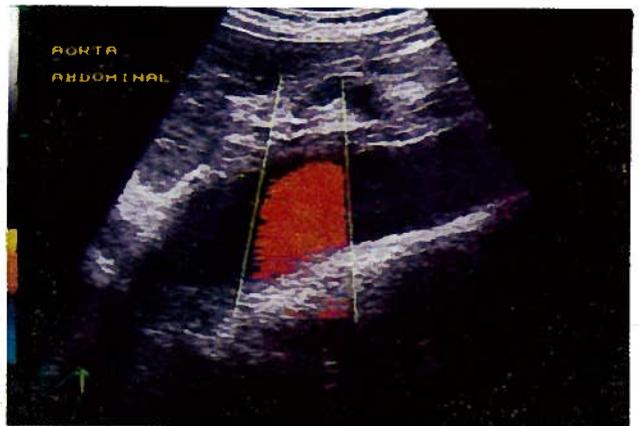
ECO-DOPPLER - corte longitudinal da aorta abdominal.
